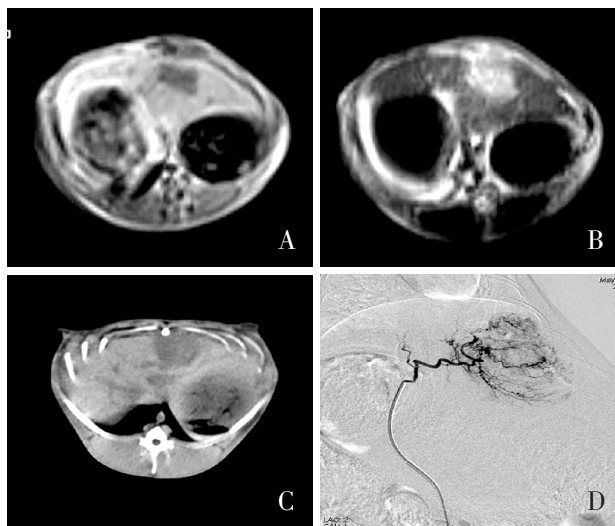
A MR 显示 T1WI 肿瘤呈低信号, 中心坏死区信号更低; B: T2WI 瘤区呈非均匀略高信号, 中心坏死区呈高信号; C CT 显示肝脏内低密度肿瘤影; D DSA 造影显示肿瘤染色
